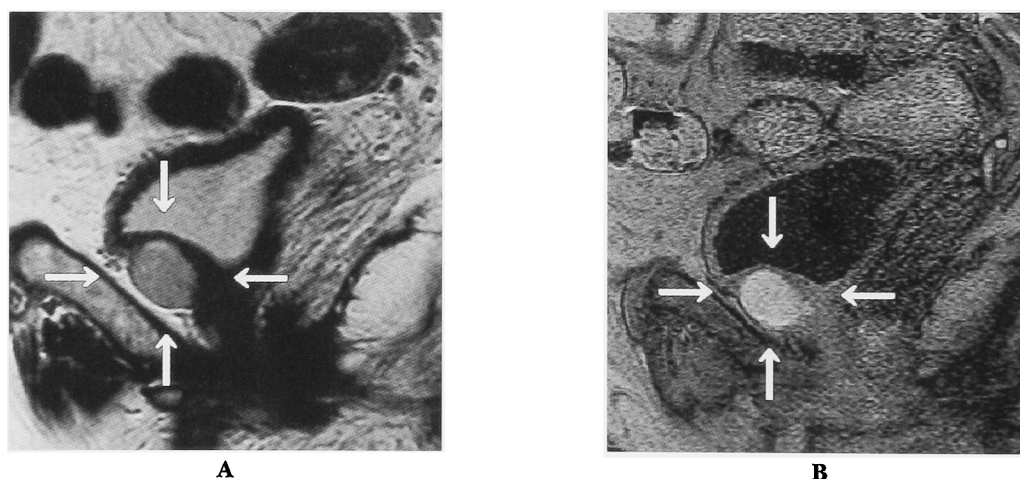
Magnetic resonance imaging (MRI) of the tumor. (a) T2-weighted MRI showed a tumor of high signal intensity. (b) The tumor was of slightly high intensity on T1-weighted MRI and strongly enhanced.
